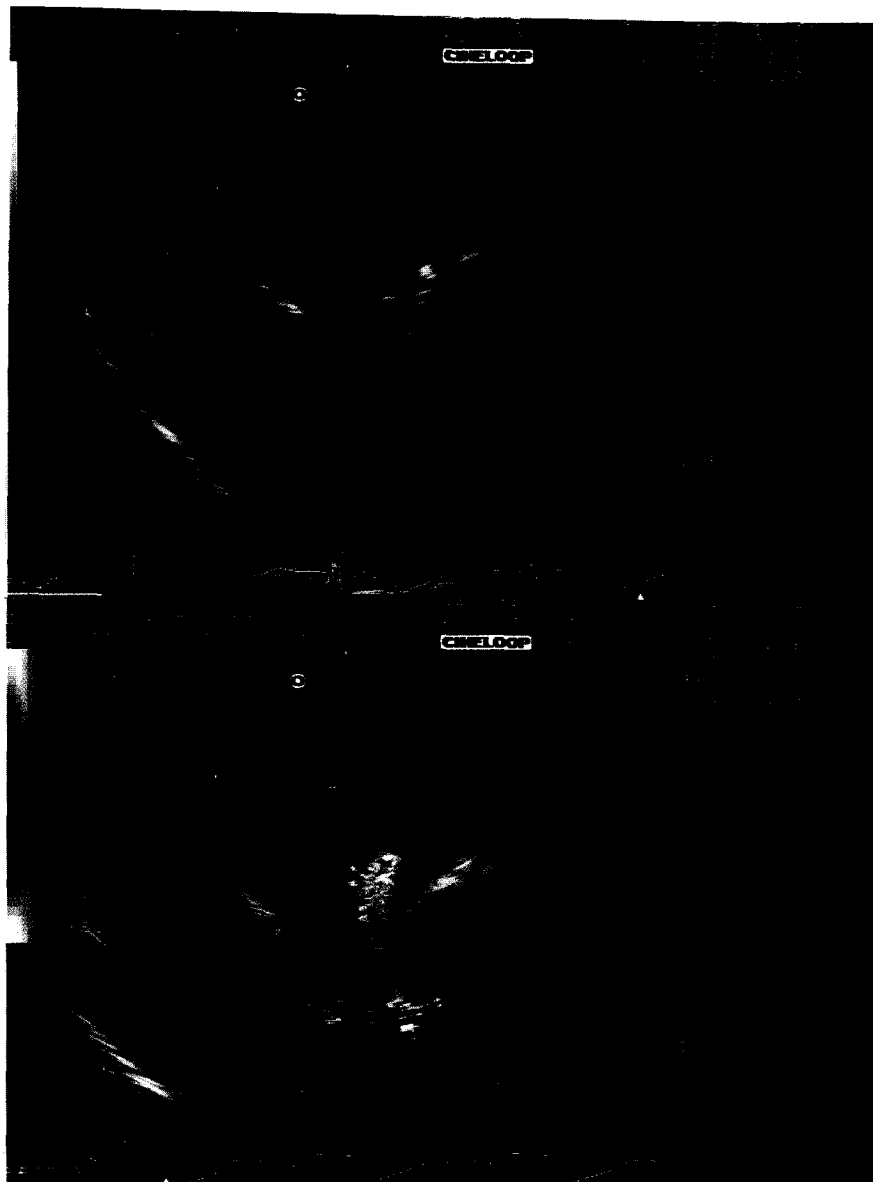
El paciente de la figura 1 después de efectuada la reparación de la válvula mitral. A - Se observa la adecuada coaptación de ambas valvas. B - La valoración con Doppler color a la salida del *bypass* cardiopulmonar permite detectar insuficiencia mitral residual trivial. AI: aurícula izquierda. VI: ventrículo izquierdo. AD: aurícula derecha. VD: ventrículo derecho.
